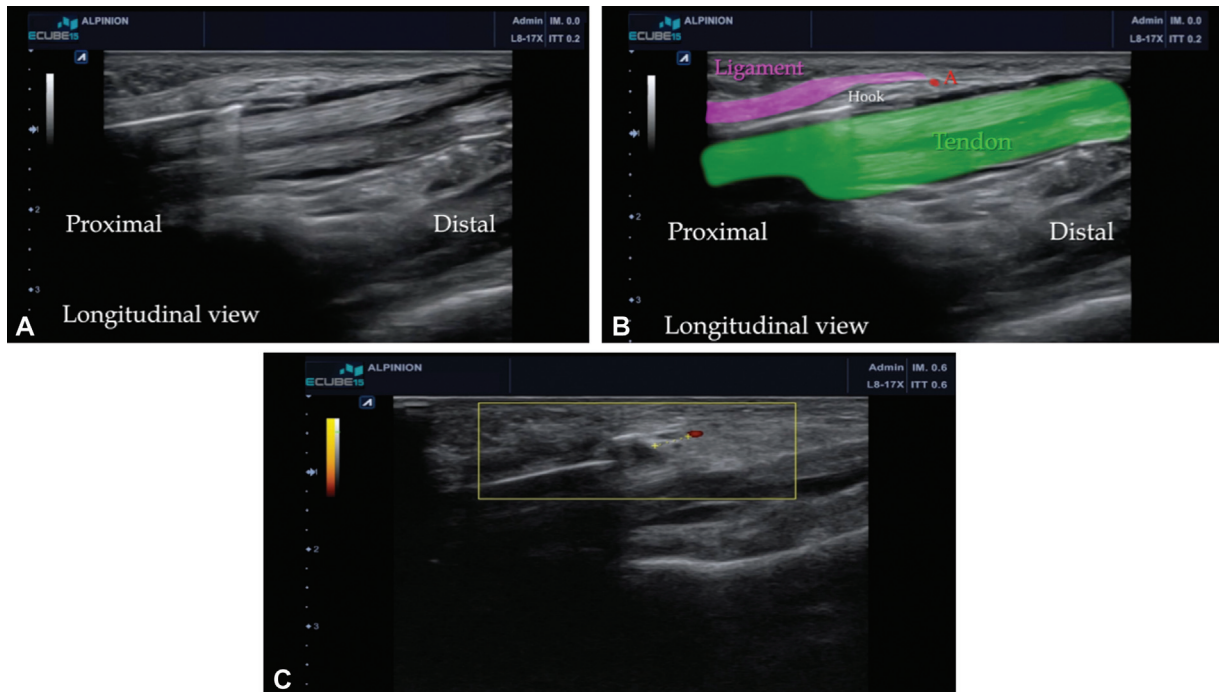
(A, B, C) Inserte el cuchillo de gancho Acufex de 3,0 mm con una hoja retrógrada. Vista de ultrasonido en plano longitudinal. Tenemos que avanzar y detenernos antes del arco arterial palmar.
